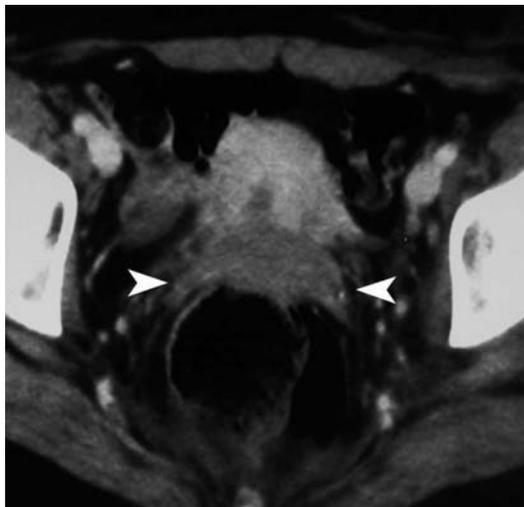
Tomografia computerizzata. Carcinoma della cervice, stadio IIB per infiltrazione bilaterale dei parametri documentata da digitazioni di tessuto solido a margini irregolari nel cellulare adiposo pericervicale (punte di freccia)
